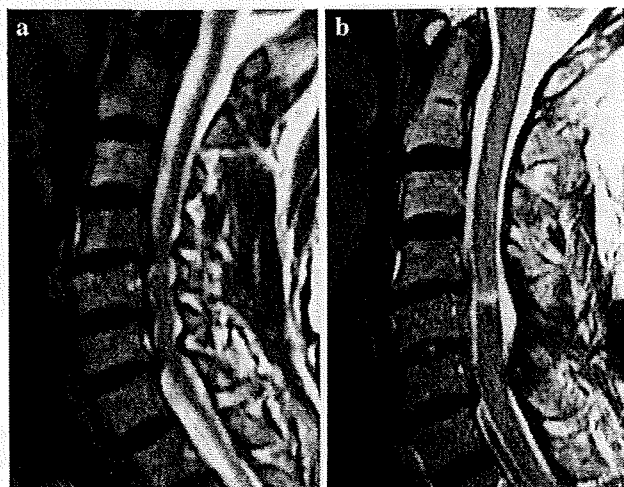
a A 64-year-old patient had cervical spondylotic myelopathy at the multiple levels. The JOA score was 9 points at the initial examination. b She underwent the microendoscopic laminoplasty from C4 to C7. Although the spinal cord was the presence of T2 high signal intensity on MR imaging, the posterior spinal decompression was successful. The JOA score was improving to 13 points at 24 months after surgery
